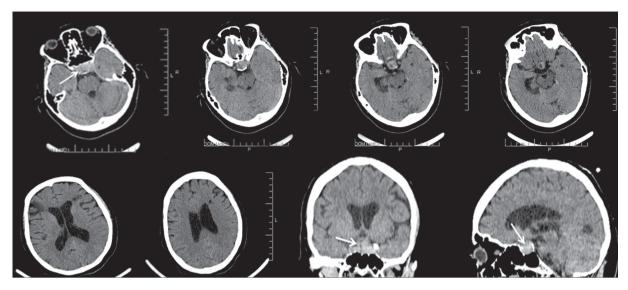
КТ головного мозга. Отмечается гетерогенной плотности опухоль, расположенная в области турецкого седла (указана стрелками).
